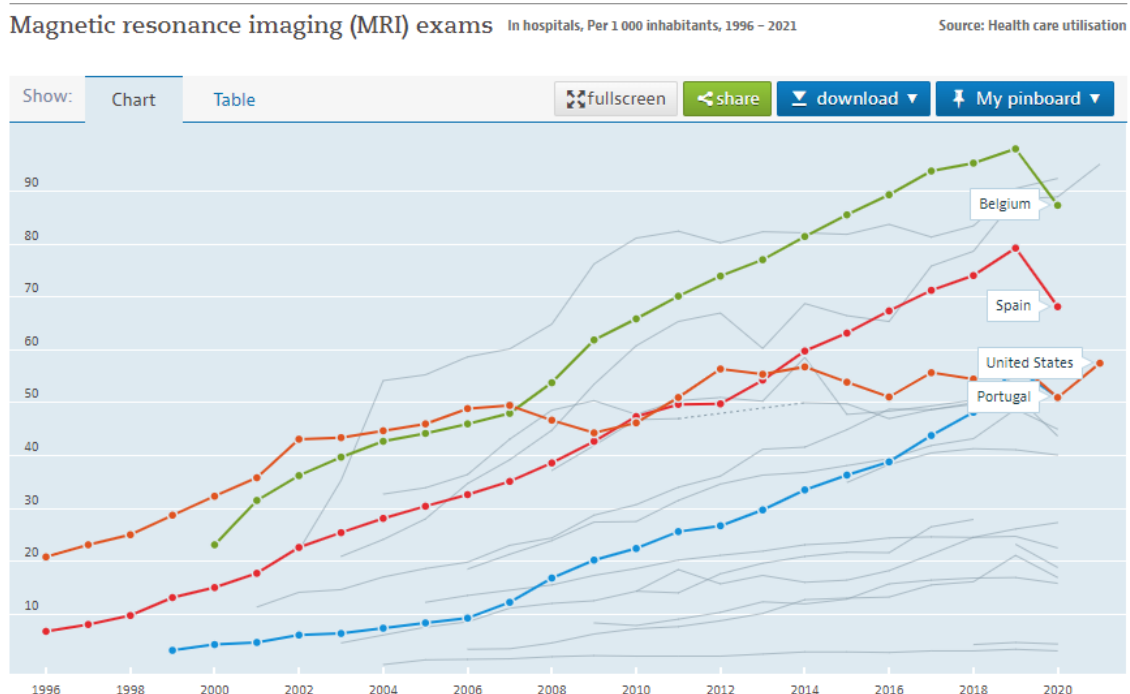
Tendência de crescimento global do volume de Ressonâncias Magnéticas desde 1996 até 2021 (Dados disponibilizados pela OCDE em <https://data.oecd.org>).
